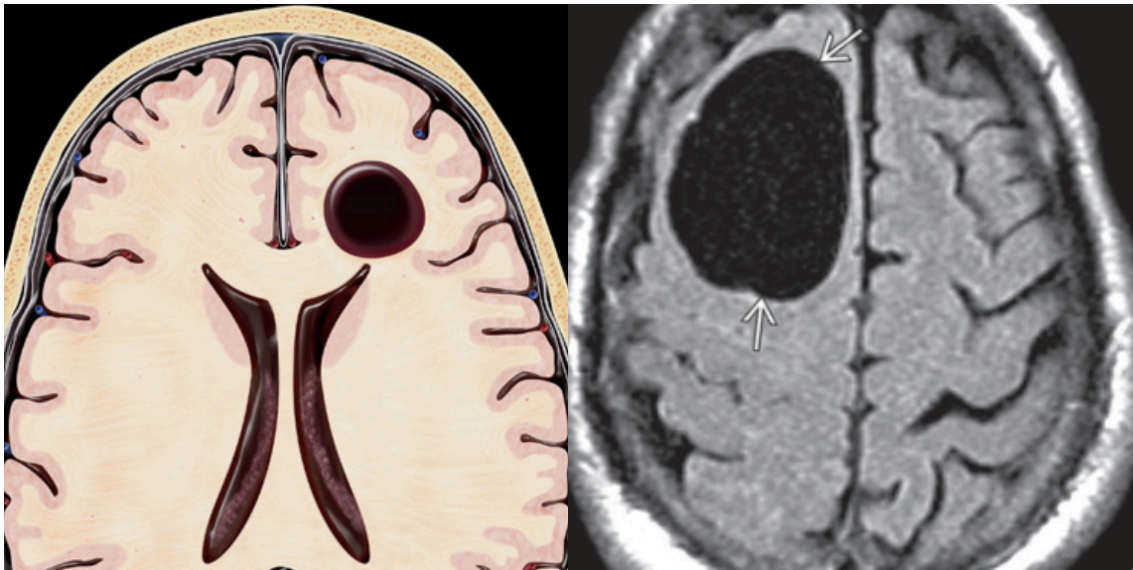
Quisto neuroglial - (Esquerda) Lesão bem delimitada, unilocular, que não comunica com os ventrículos e contém fluído transparente, sendo o cérebro circundante normal. (Direita) RMN FLAIR axial num jovem adulto com cefaleias, que mostra um quisto frontal, similar ao LCR (setas). (7)
